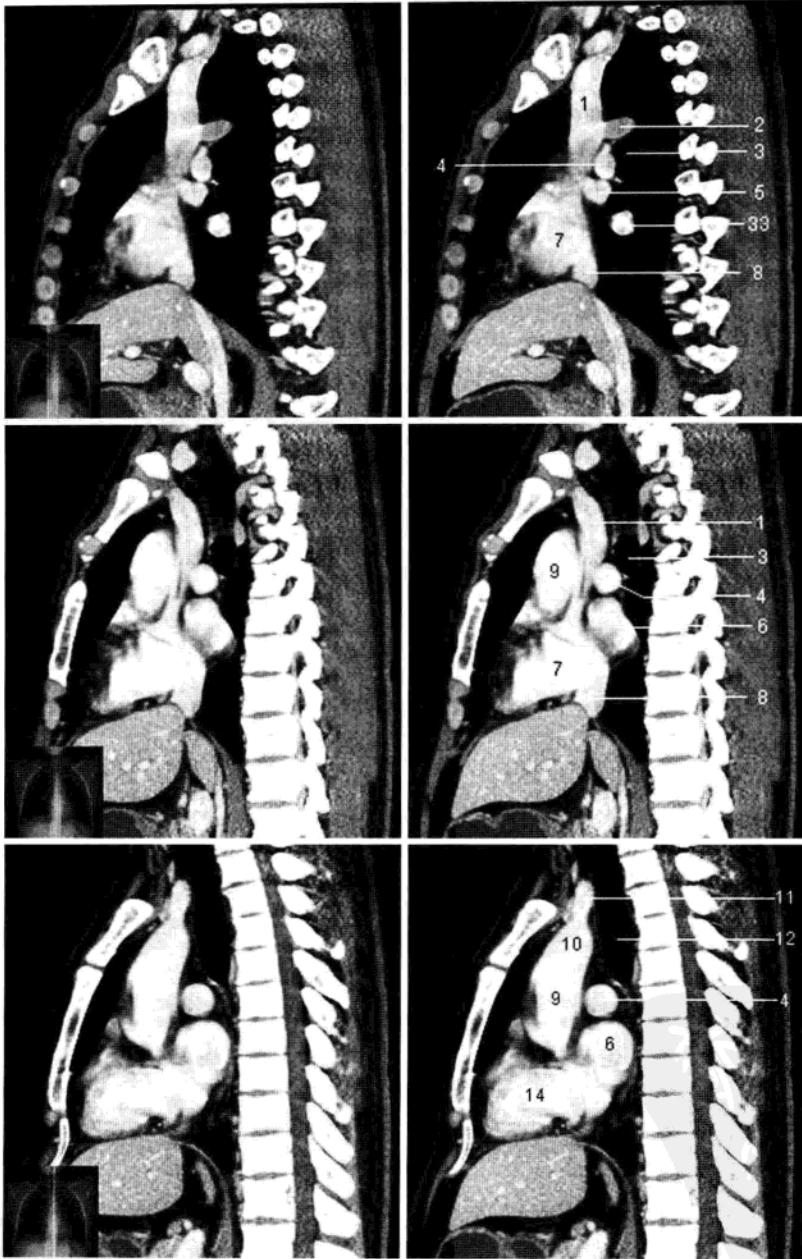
纵隔矢状面 CT 重组 (增强)
